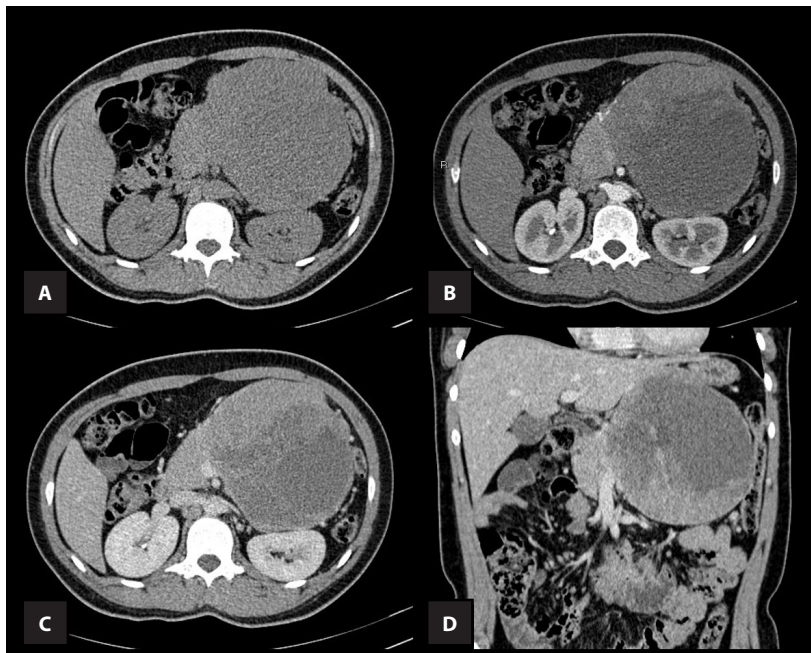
TC helicoidal de abdomen multifásico con contraste endovenoso. Cortes axiales (A-C) y coronal (D) en fase simple (A), arterial (B) y venosa portal (C,D)
